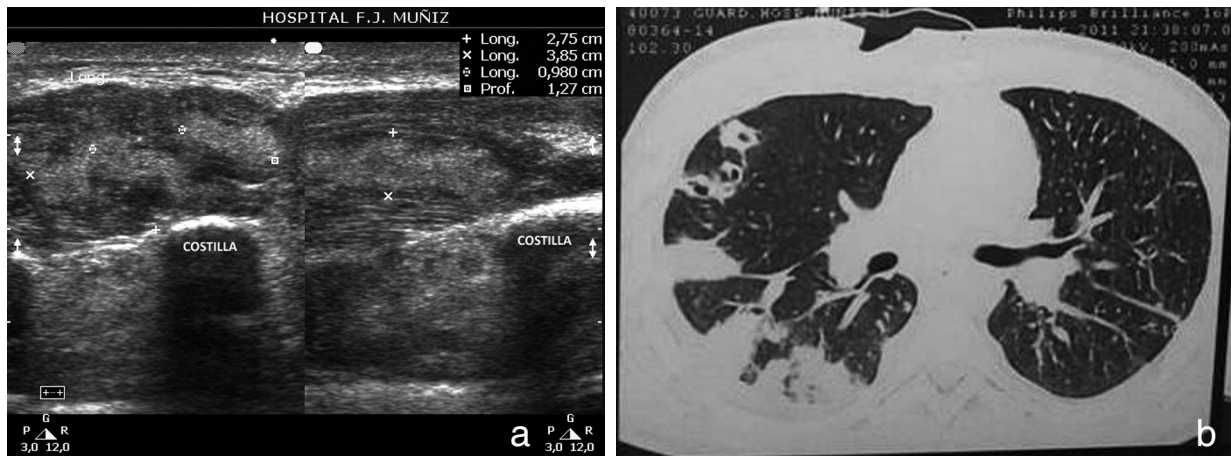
Varón de 21 años, obrero maderero con escoriaciones en la mano. Albuminemia 3.3 g/l. Aislamiento: SAMRCo del material del absceso y hemocultivo. a) Ecografía: piomiositis pectoral. b) TC tórax: embolias sépticas múltiples.
